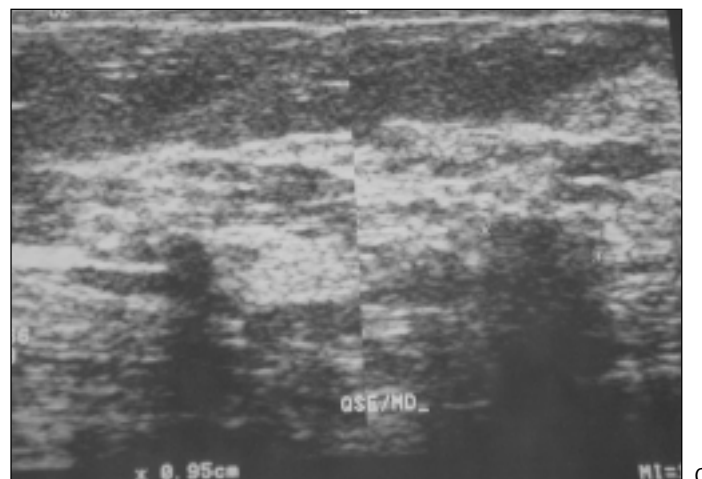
Paciente de 59 anos de idade, assintomática, com distorção arquitetural no quadrante superior externo da mama direita, espículas grossas, centro radiolúcido. A: Incidências crânio-caudais. B: "Spot" com ampliação. C: Ultra-sonografia mostra área hipoeecóica irregular, com forte atenuação acústica posterior. Categoria 4. Histopatológico. CR + carcinoma ductal *in situ* cribriforme + carcinoma tubular.
